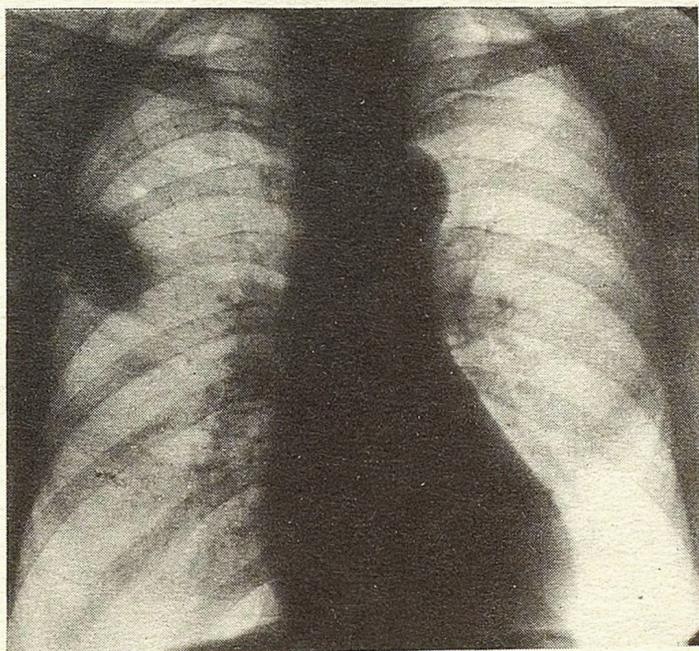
Прямая рентгенограмма грудной клетки больного П., 52 лет. Определяется округлое затемнение в верхней доле правого легкого с нечеткими контурами, однородной структуры.
